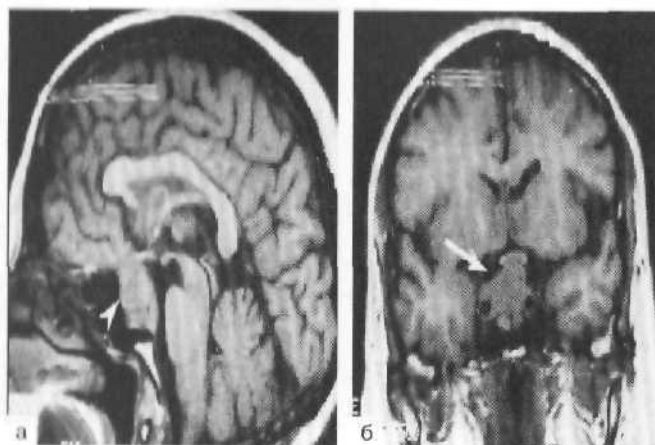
Эндосупраселлярная дермоидная киста (стрелка). МРТ, T_1 -взвешенные изображения в сагиттальной (а) и фронтальной (б) проекции.
